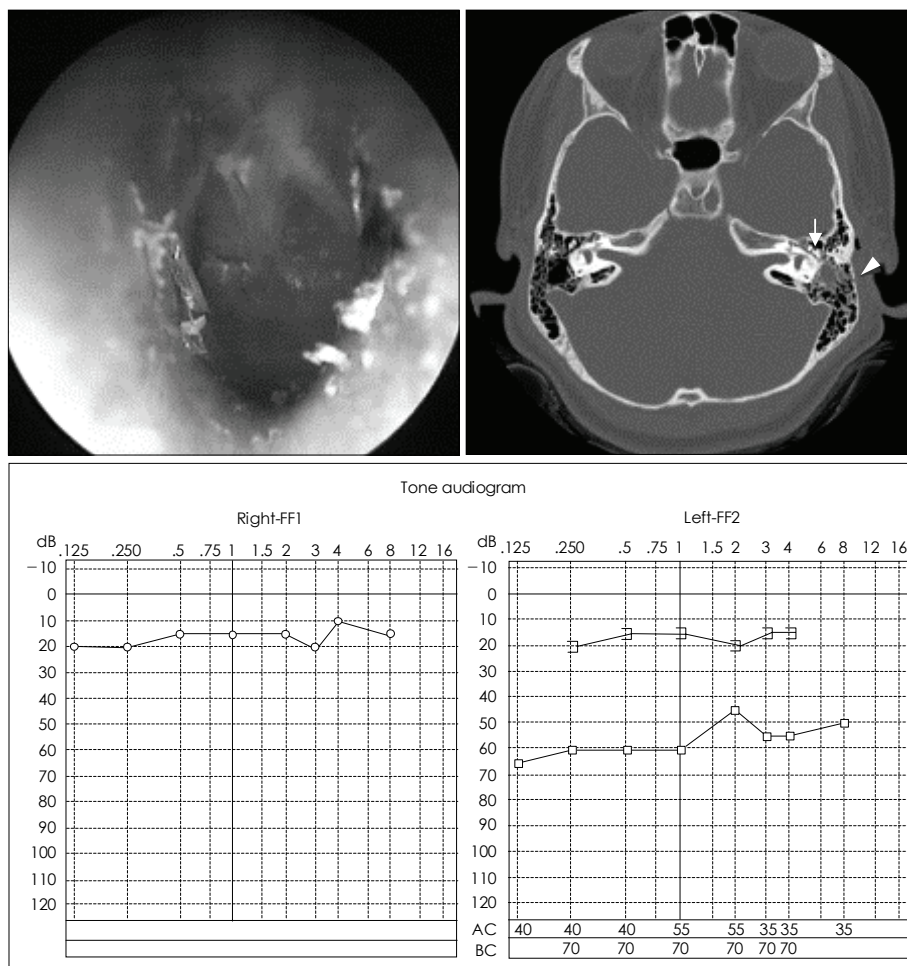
The tympanic membrane (upper left), temporal bone CT (upper right), and audiometric findings (lower) at the first visit. Dislocation of malleus and incus (arrow) and longitudinal fracture line at mastoid part (arrowhead) is noted.
